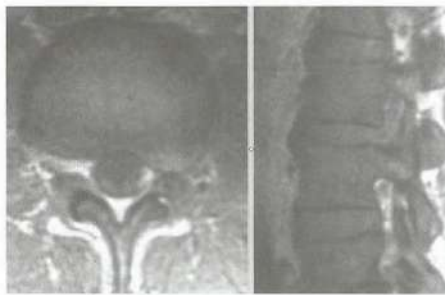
RM da coluna lombar demonstrando protrusão foraminal esquerda reduzindo a amplitude do forame neural e comprimindo a raiz correspondente.
